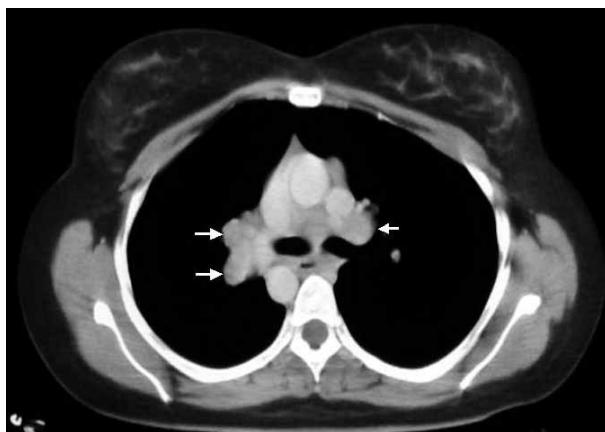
TAC con bloques adenopáticos hiliares en enferma con sarcoidosis (flechas).
